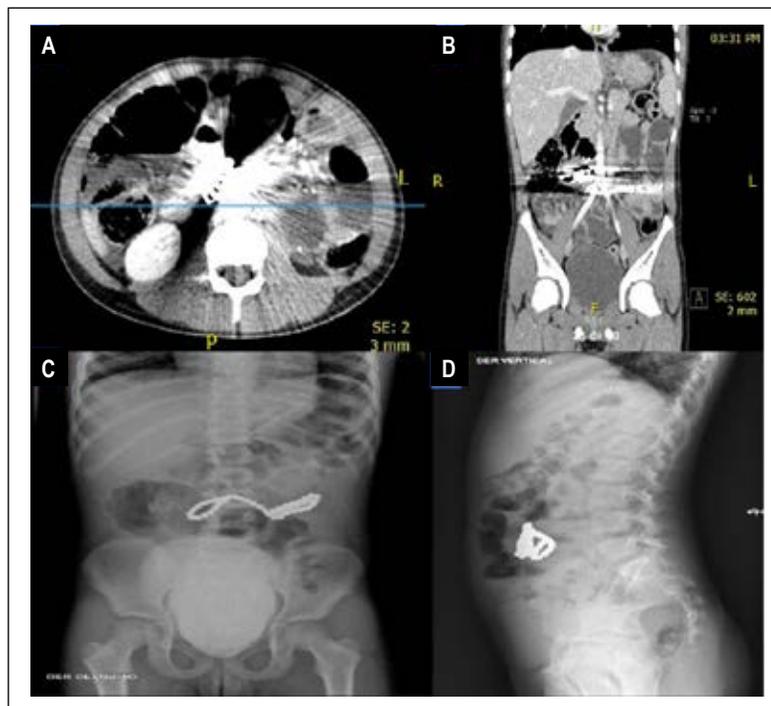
A y B. Tomografía de abdomen que muestra asas de intestino delgado distendidas con múltiples cuerpo extraño en asas de intestino delgado, visualización limitada por artefacto ocasionado por los imanes tanto en corte coronal, como sagital, C. Radiografía de abdomen simple de frente y D. Lateral: evidencia la ubicación y los múltiples imanes con aspecto arrosariado que comprometen el intestino delgado.
